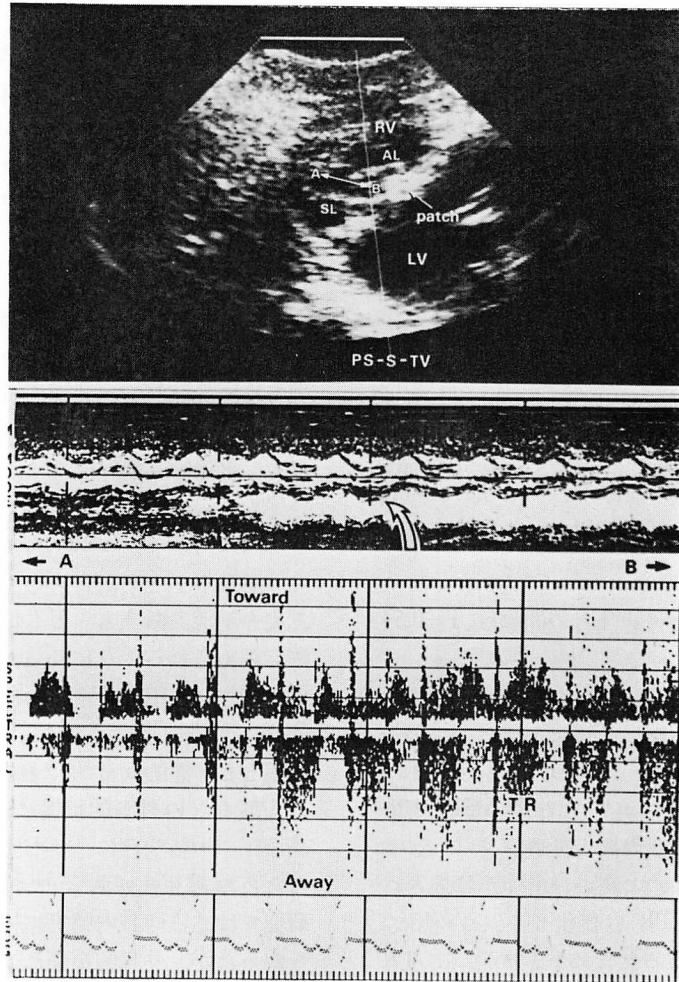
Two-dimensional and pulsed Doppler echograms of tricuspid regurgitation.
